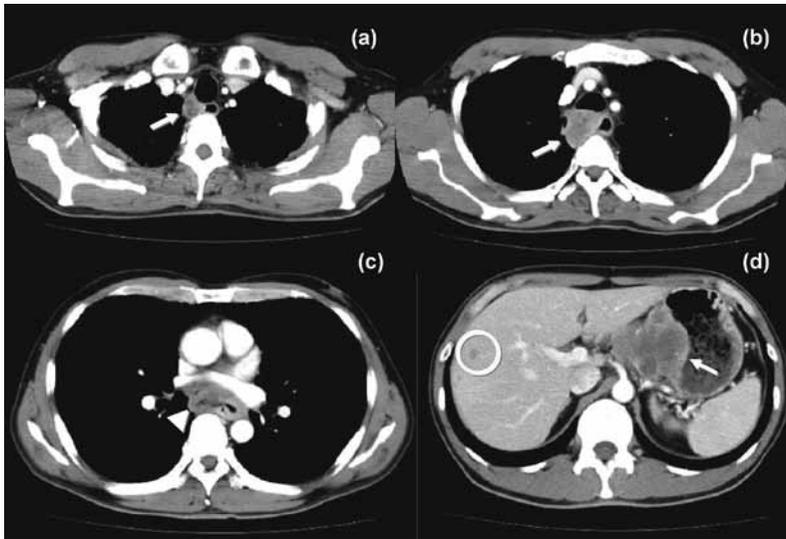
造影 CT では胸部上部～下部食道に食道壁肥厚を認めた (c 矢頭)。また縦隔リンパ節腫大 (a, b 矢印)、腹腔リンパ節腫大 (d 矢印) および肝転移 (d 丸印) を認めた。
